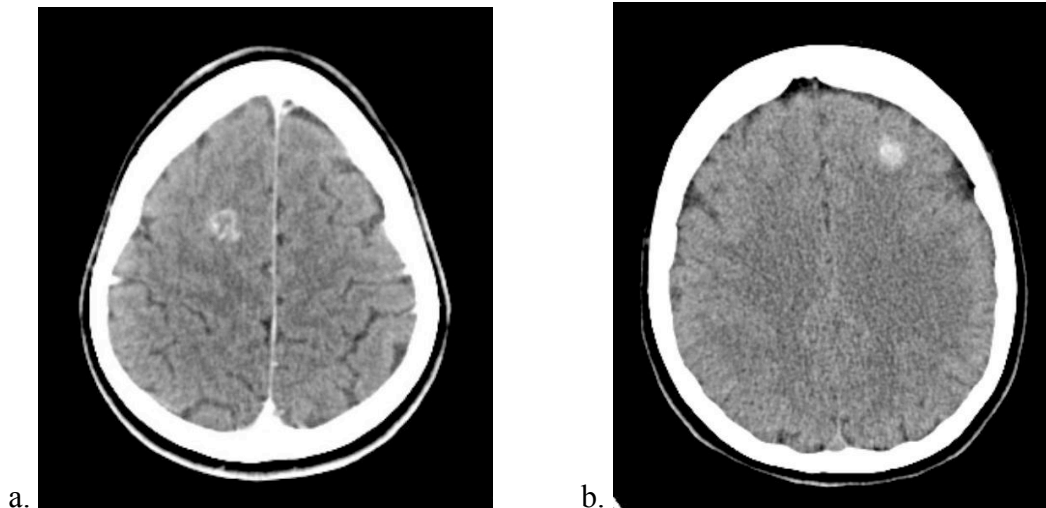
Axiale Bilder von kranialen Computertomografien bei kavernen vaskulären Malformationen; rechts frontal gelegen, zentral hypodens (a.), im linken Frontallappen, homogen (b.)
